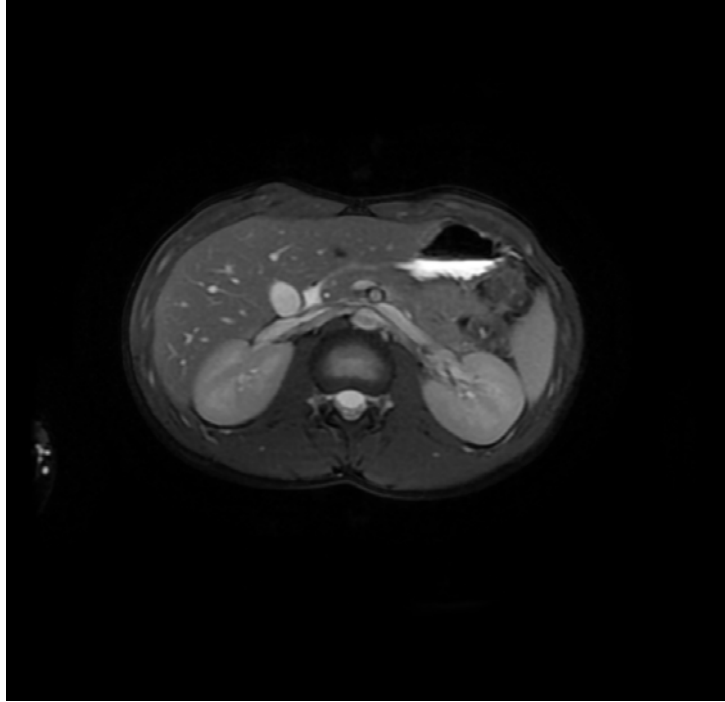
Angio-resonancia: obsérvese el afilamiento venoso por compresión de la arteria mesentérica superior y la aorta.
